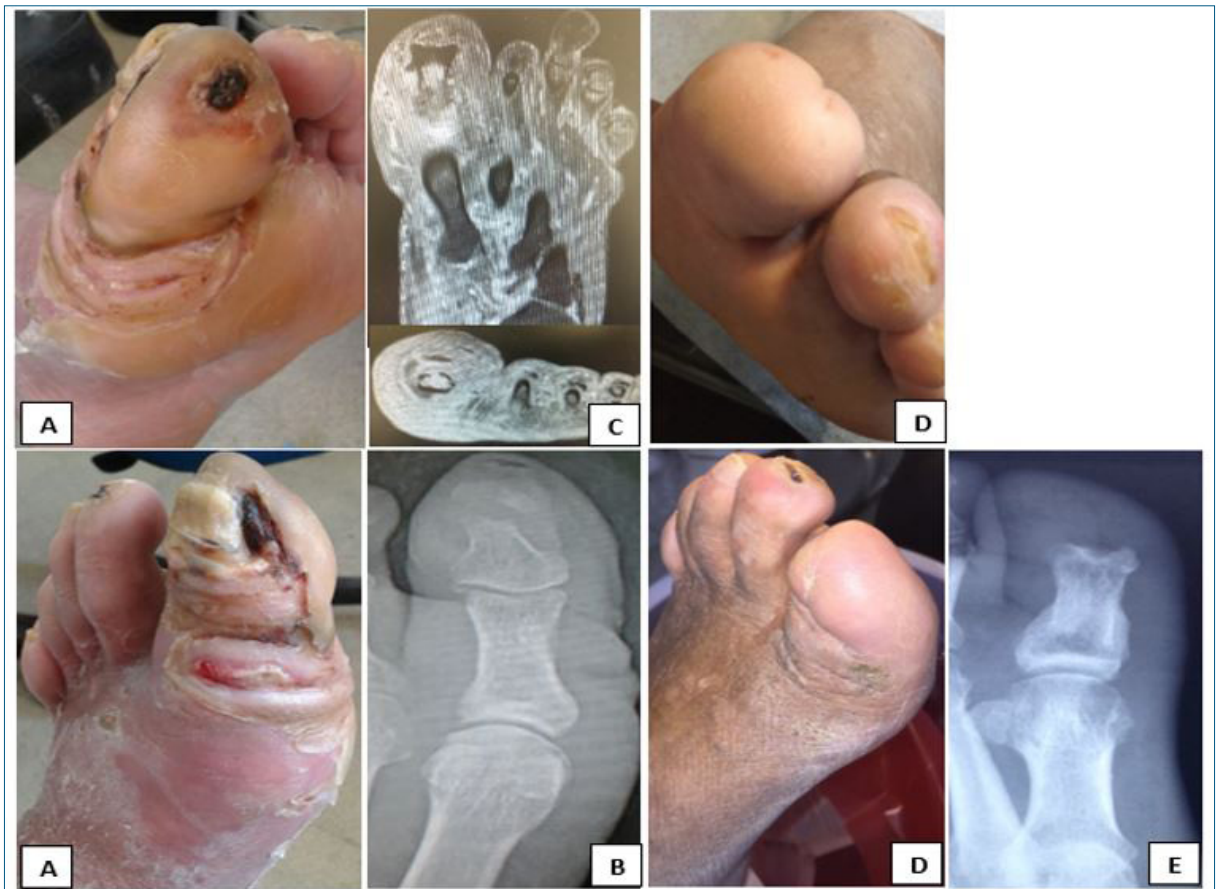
Paciente 1. A) Úlcera plantar del hallux con flemón del dedo y cara interna del antepié. B) Rx: interrupción de cortical y osteopenia de falange distal. C) RM corte axial y coronal: edema medular, destrucción de la cortical dorsal, sinovitis, edema de partes blandas. D) Falangectomía distal por abordaje dorsal, cicatrización a los 3 meses, visión plantar y dorsal. E) Rx posterior.
